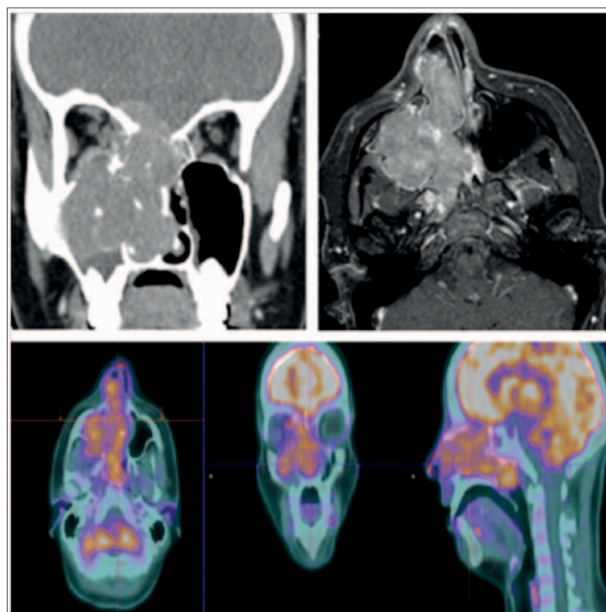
Tumor invading the paranasal sinuses and adjacent structures (sinuses of face, extracerebral and right orbit) objectified in CT (left), MRI (right) and PET (below).
